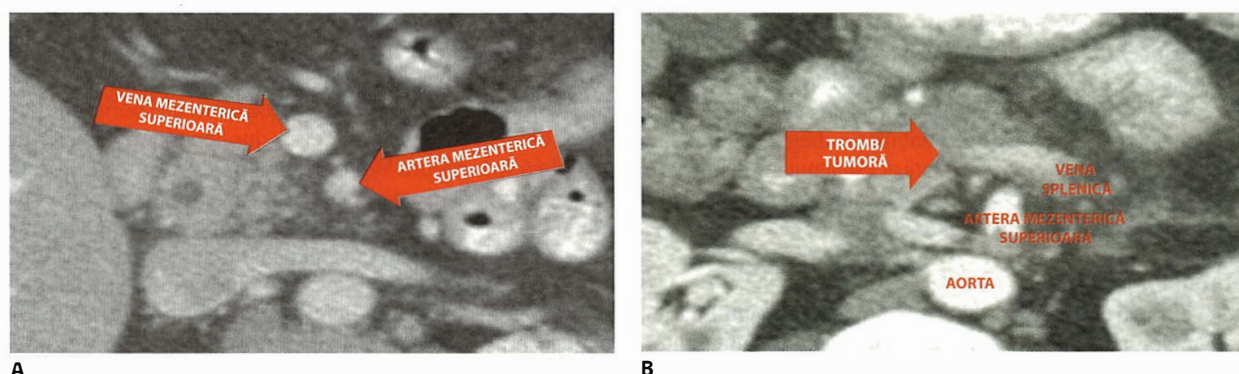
A. Imagine CT care evidențiază vena portă și vena mezenterică superioară (VMS) libere, funcționale. Nici artera mezenterică superioară și nici vena nu sunt invadate tumorale. B. Imagine CT a unei tumori pancreatice nerezecabile, cu invazia tumorală a joncțiunii VP-VMS. Un endostent este prezent în calea biliară principală.
